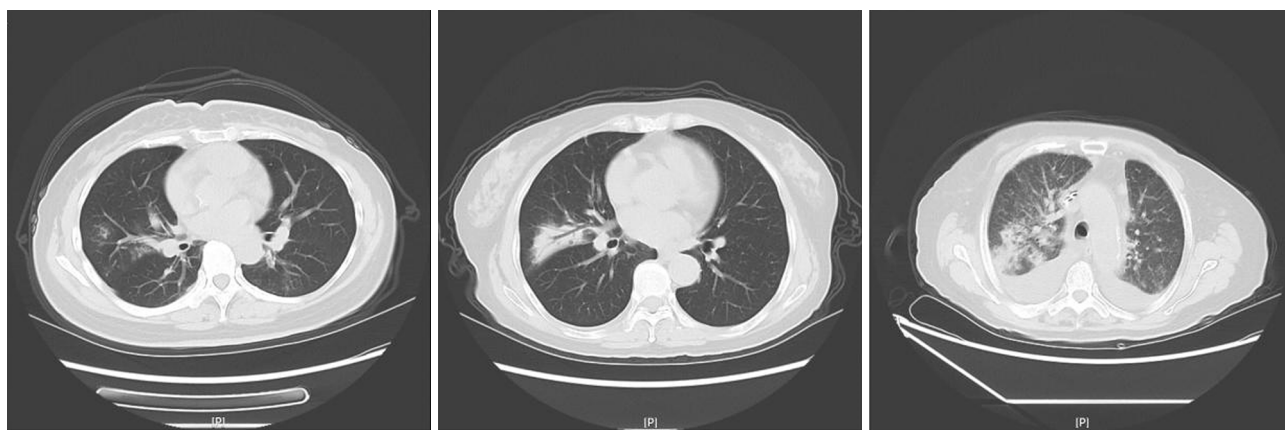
患者肺部感染CT图像，分别为轻度(左)、中度(中)、重度(右)感染
